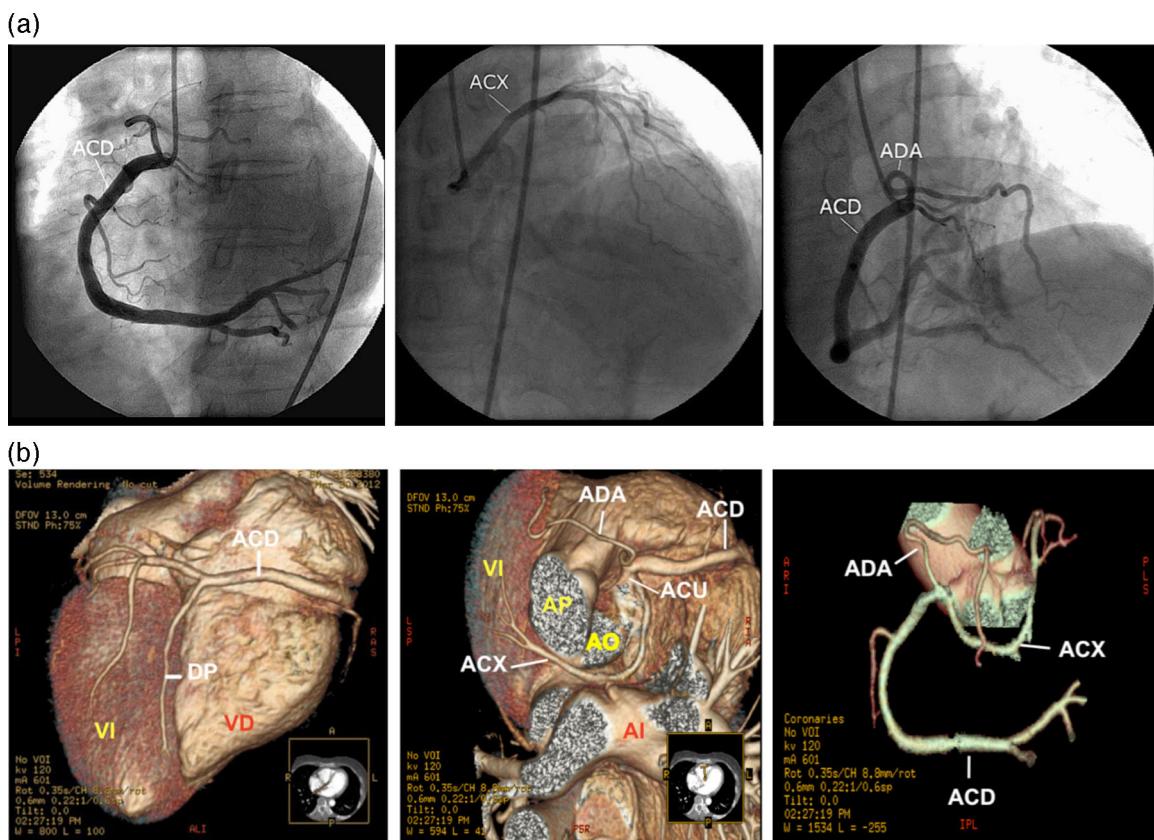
Anatomía coronaria. (a) coronariografía con inyección selectiva de arteria coronaria derecha (ACD) que llena simultáneamente el árbol coronario izquierdo, (b) angiotomografía con reconstrucción volumétrica «redrenderizada». Las imágenes muestran una arteria coronaria única (ACU) originada en seno coronario derecho, arteria coronaria derecha (ACD) hiperdominante, descendente anterior (ADA) y circunfleja (ACX) de pequeño tamaño originadas proximalmente de la ACD. AI, aurícula izquierda; VI, ventrículo izquierdo; VD, ventrículo derecho; AO, aorta; AP, arteria pulmonar; DP, descendente posterior.
